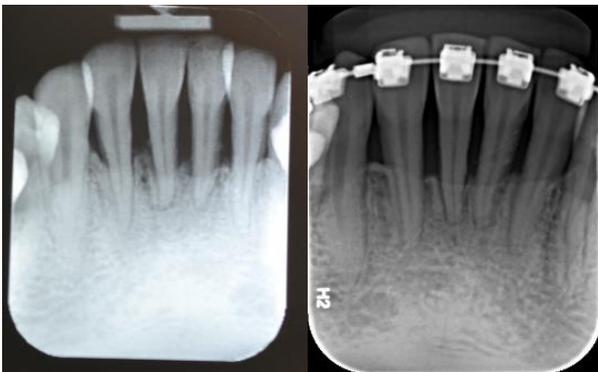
Imagem das radiografias periapicais da região dos incisivos inferiores inicial e final.
